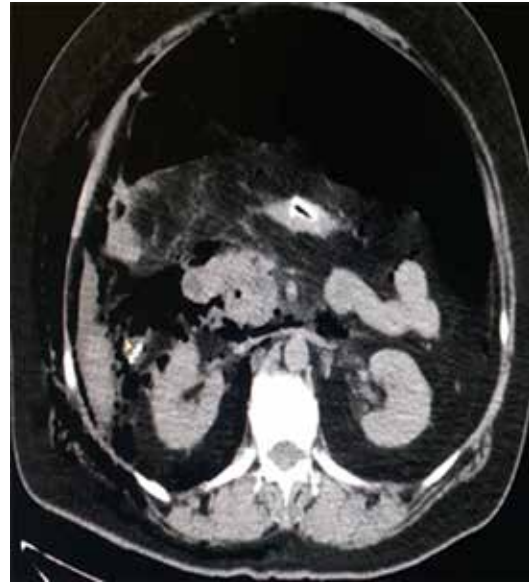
Tomografía axial de abdomen —corte axial— con retroneumoperitoneo extenso y aire libre paravertebral derecho.
